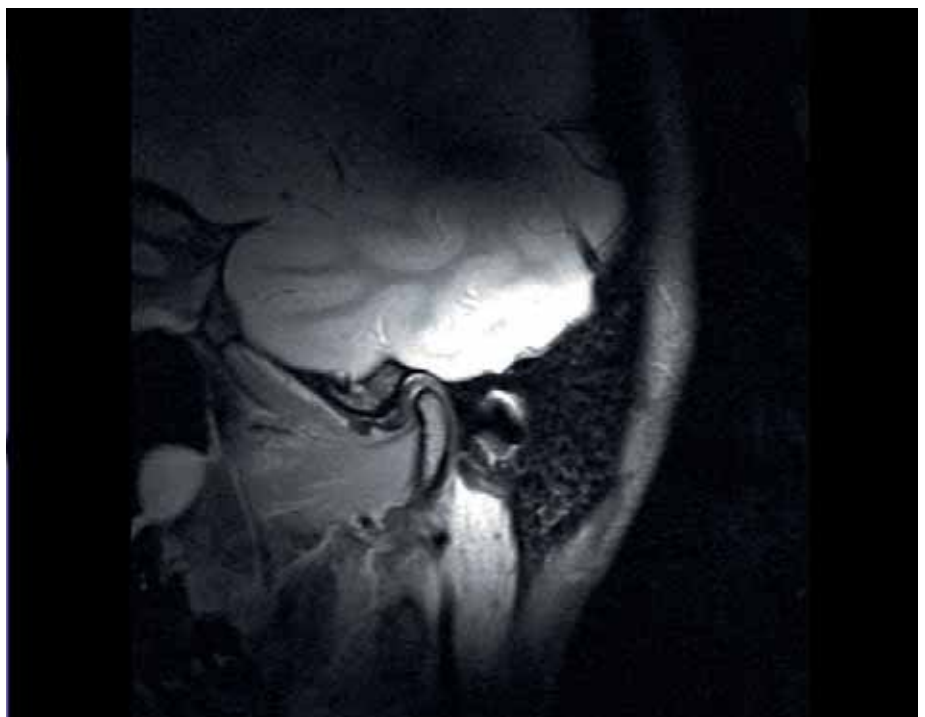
Magnetresonanztomogramm des Kiefergelenkes, Ansicht von der Seite mit Darstellung des knöchernen Gelenkkopfes, der Gelenkpfanne und der Gelenkscheibe (Discus articularis)
